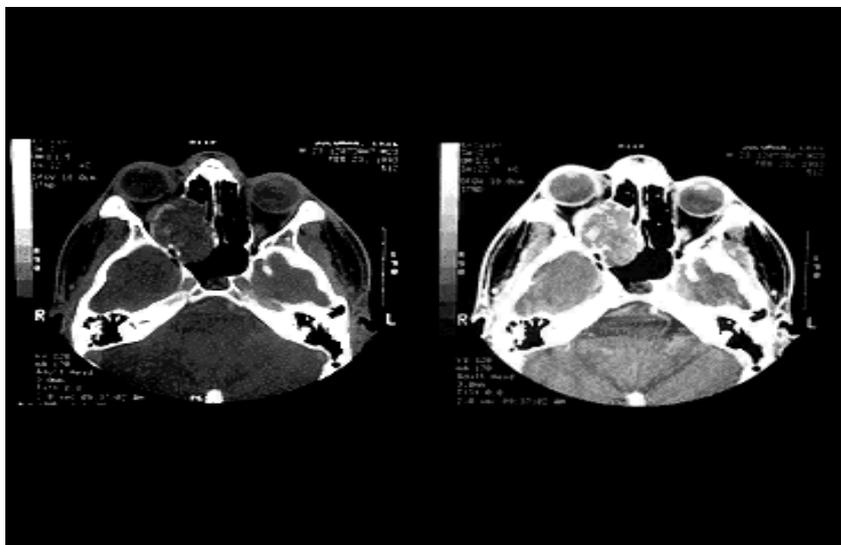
№3.13. Компьютерная томография больного Б., 35 лет
